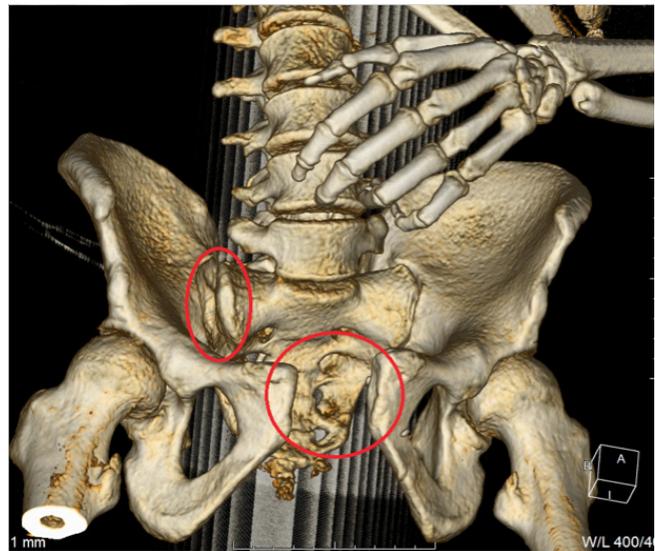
3D-КТ-модель повреждения тазового кольца: красным показаны разрывы правого крестцово-подвздошного сочленения и лонного сочленения
